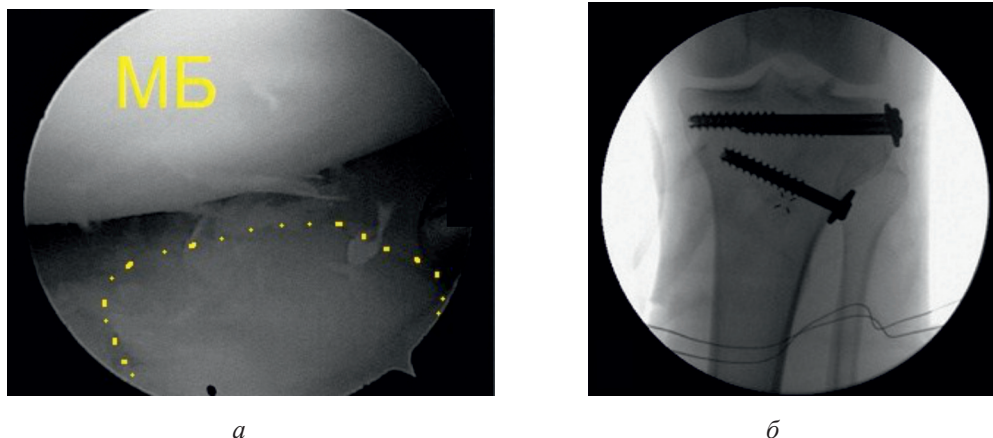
Артроскопическая и рентгенологическая оценка элевационной остеотомии и остеосинтеза при использовании принципа «LiTOs» (а – оценка степени восстановления суставной поверхности большеберцовой кости в ходе элевационной остеотомии; б – рентгенологическая оценка восстановления тибialного плато)
